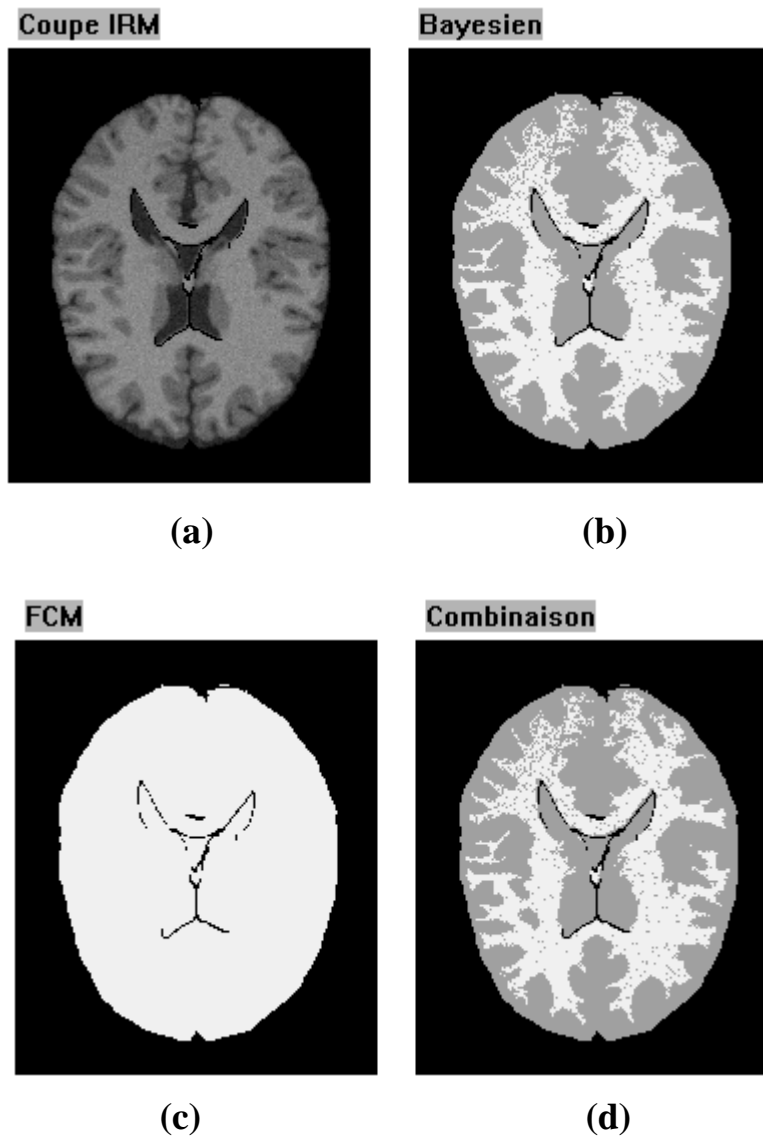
Résultats avec artefacts hauts. (a) IRM brute, (b) Segmentation bayésienne, (c) Segmentation par clustering (FCM), (d) Après intégration.
